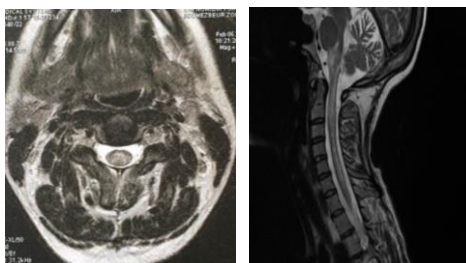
Image IRM d'une Aquaporinopathie
